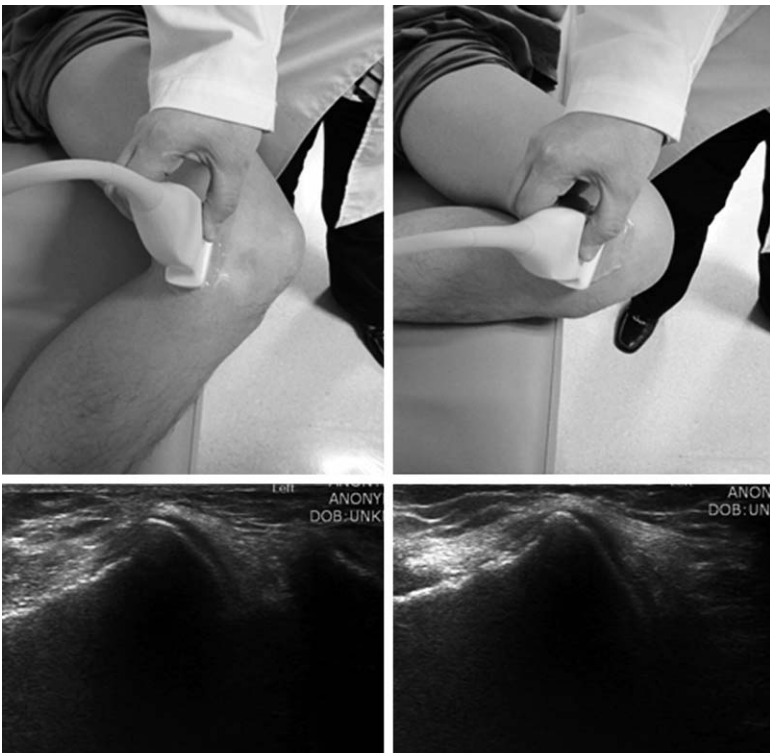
Medial side of the anterior 1/3 and middle 1/3 femoral cartilage thickness were measured by ultrasonography that was scanned coronally at 30° flexion and full flexion.
